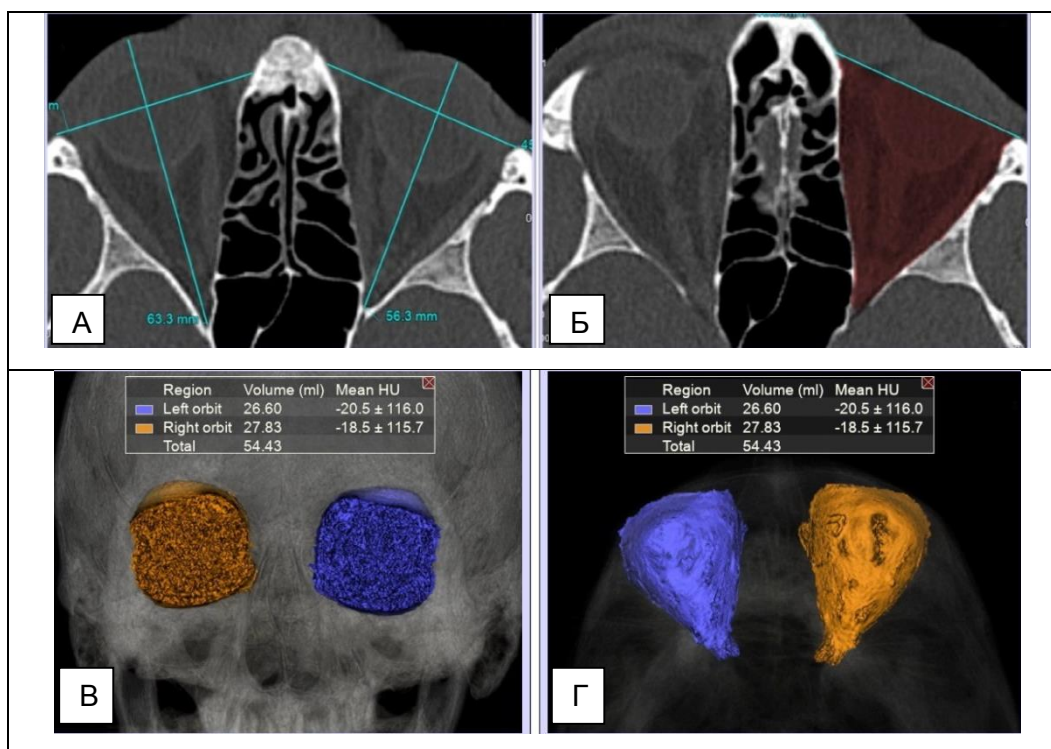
МСКТ. А, Б – аксиальные реконструкции, В, Г – 3D-реконструкции. Методика обработки изображений для измерения объемов орбит
